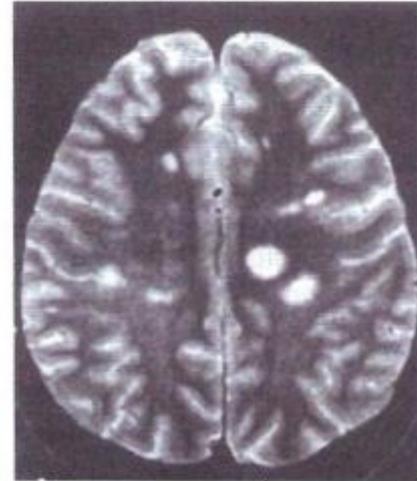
Imagen de RM típica de esclerosis múltiple. Áreas de desmielinización hiperintensas en T2 que captan gadolinio (contraste) en la fase aguda. Las localizaciones más características son: yuxtacortical y periventricular.
